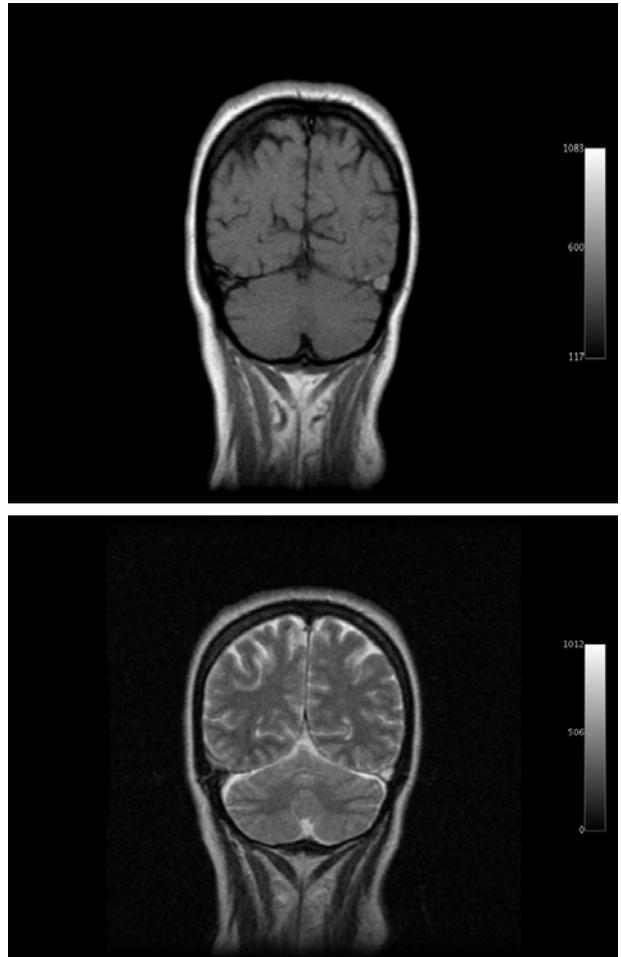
RMN, ponderação em T1e T2, corte coronal – hiper-sinal do seio transverso esquerdo
